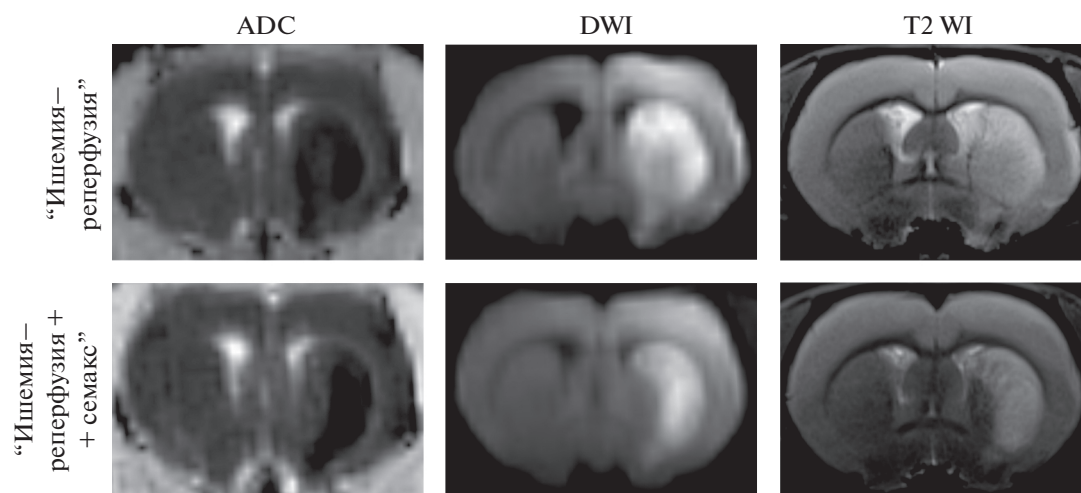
Контроль окклюзии средней мозговой артерии с помощью МРТ в условиях tMCAO. DWI-сканы с картой ADC и T2 WI-сканы мозга крыс, получавших физиологический раствор или семакс, через 24 ч от начала tMCAO.
